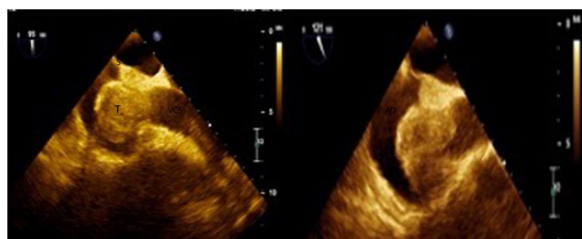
Ecografía transesofágica (ETE): trombo (T) en la aurícula derecha con obstrucción de la vena cava superior (VCS), adherido al septum interauricular (S).
